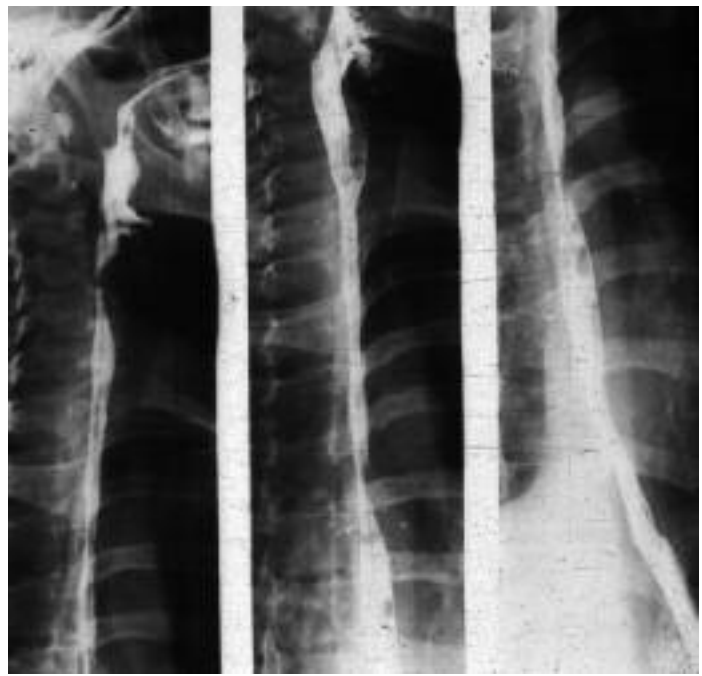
Radiografía que muestra estenosis por ingesta de cáusticos pos dilatación. Obsérvese el buen diámetro logrado.
